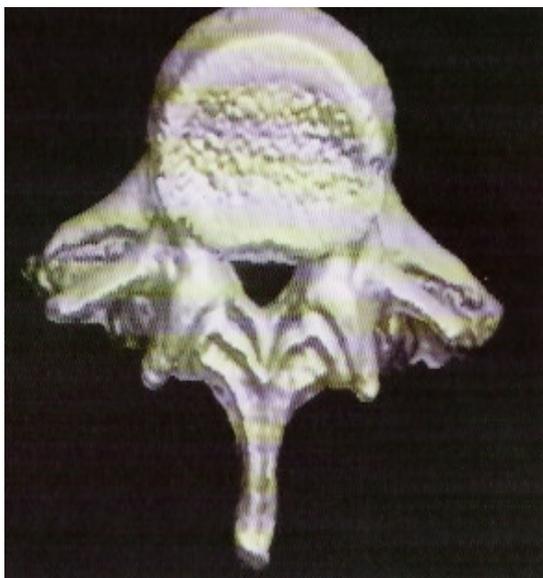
con TAC de una vértebra vista por arriba. Siendo 1.- cuerpo vertebral , 2.-apófisis transversa , 3.-pedículo , 4 .- agujero vertebral , 5.- apófisis articular superior de la vértebra inferior , 6 .- apófisis articular inferior de la vértebra superior , 7.- lámina , 8.- apófisis espinosa, 9.- apófisis mamilar.
